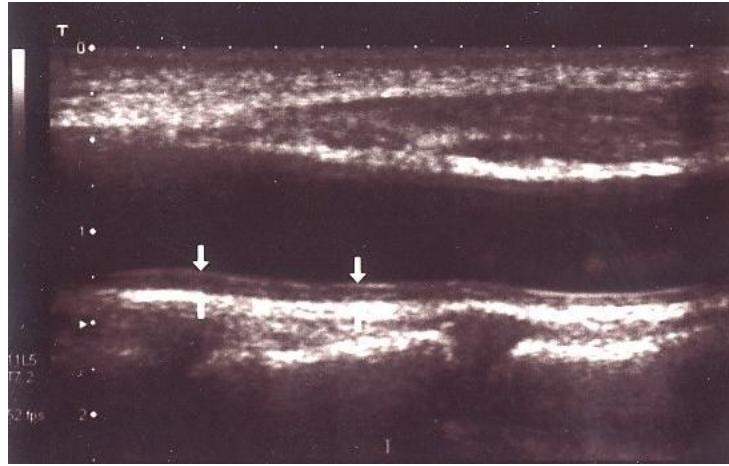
Ön ve arka duvarda öncül ve uzak sınırın ultrasonografik görünümü (61)
